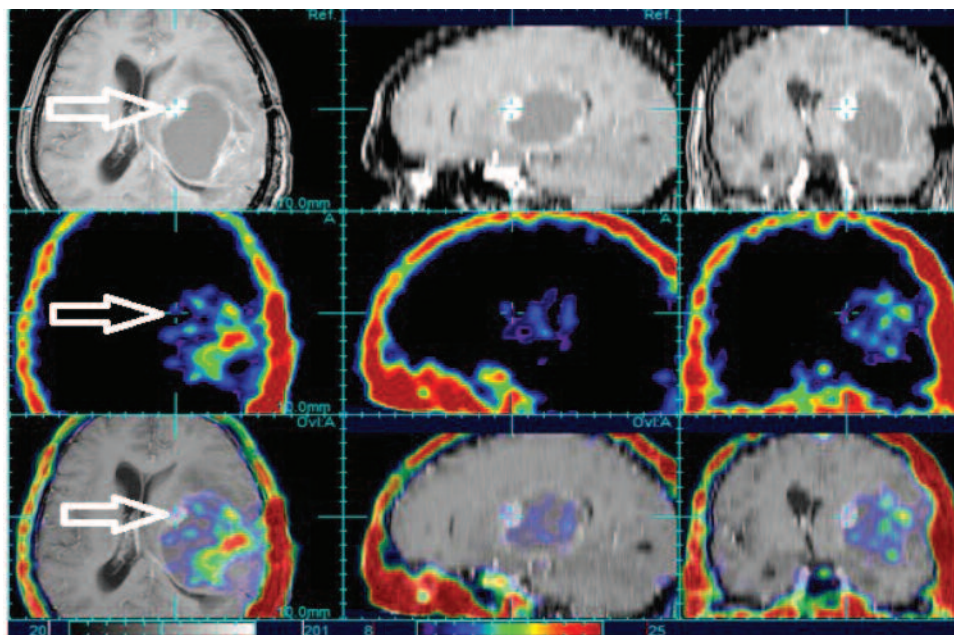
Інтегровані дані ^{99m}Tc -пертехнетат ОФЕКТ та МРТ Т1-зважене зображення з в/в контрастуванням в аксіальній, сагітальній та корональній проекціях хв. Х. (спост. № 2) із продовженим ростом анапластичної олігодендроцитоми III ст. зл. лівої скронево-тім'яної ділянки. Ділянку незбігу нагромадження маркерних речовин відмічено білими стрілками
